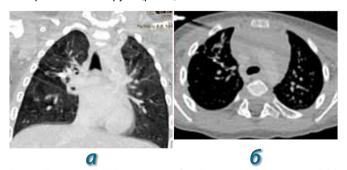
Пациент Е., КТ органов грудной клетки в корональной (а) и аксиальной (б) проекциях после 8 месяцев лечения; пояснения — в тексте
